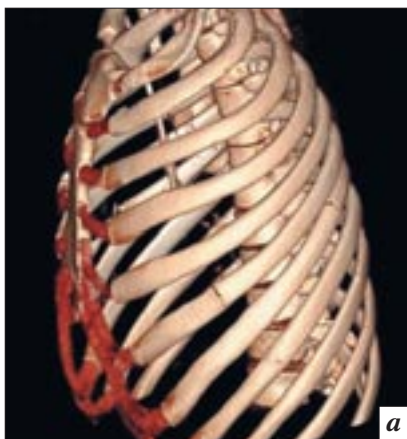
МСКТ (трехмерная реконструкция). Визуализируются множественные переломы ребер слева (а), множественные переломы костей таза (б).
